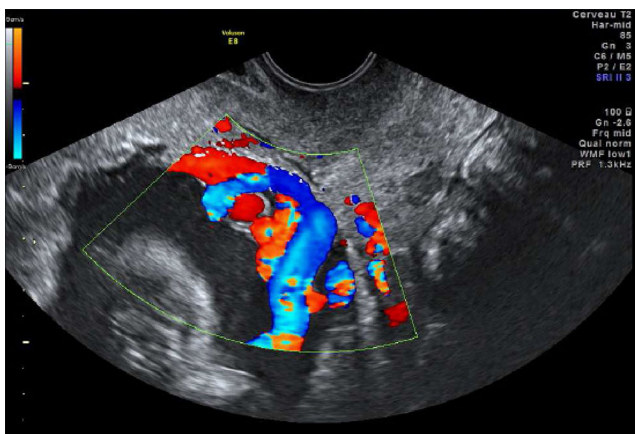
Vasa praevia visualisés en échographie endovaginale avec doppler couleur
